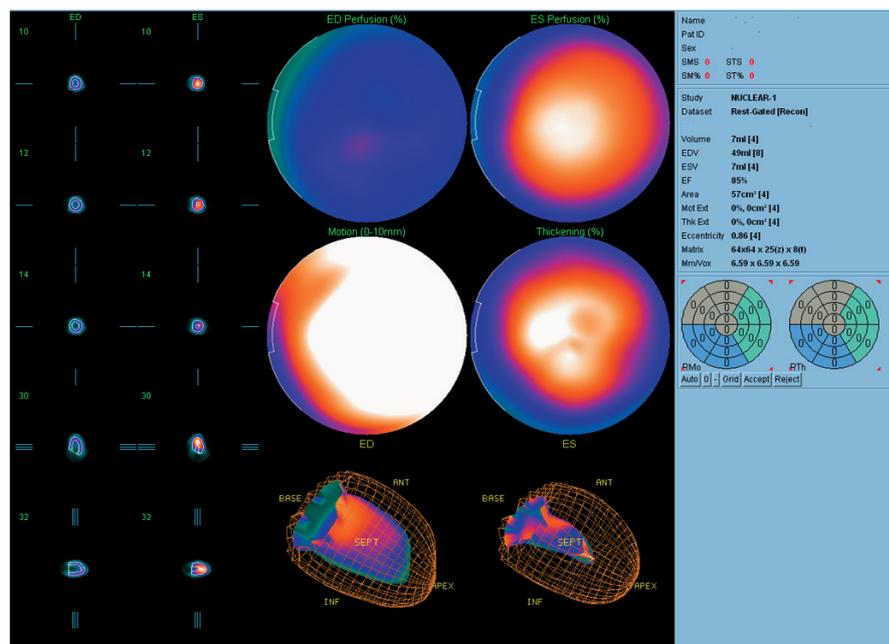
Томосцинтиграфия, синхронизированная с ЭКГ
